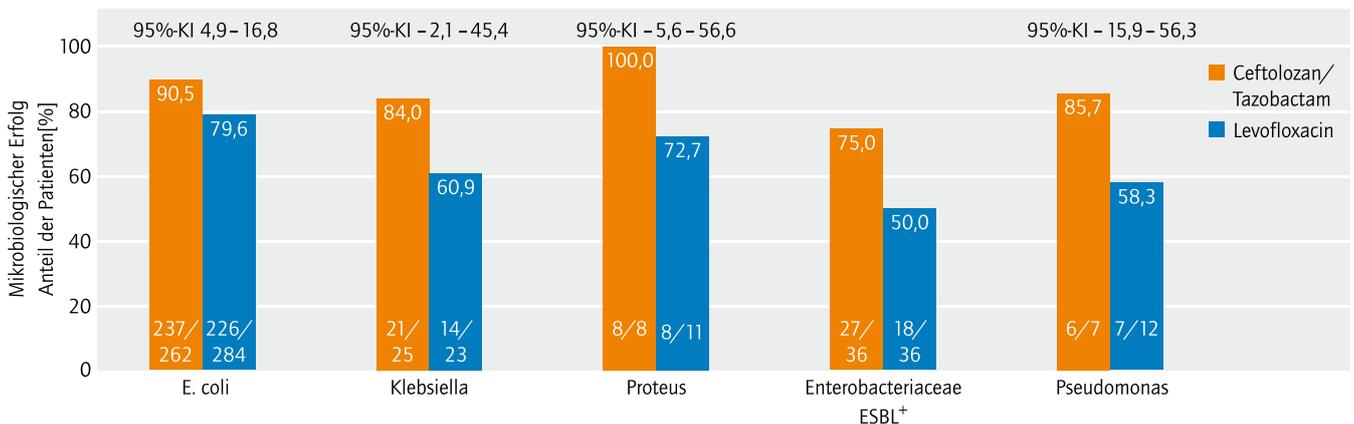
Therapieerfolg bei komplizierten Harnwegsinfektionen/Pyelonephritis ASPECT-cUTI. Mikrobiologischer Erfolg nach Erreger (Test of Cure) [nach 29]
